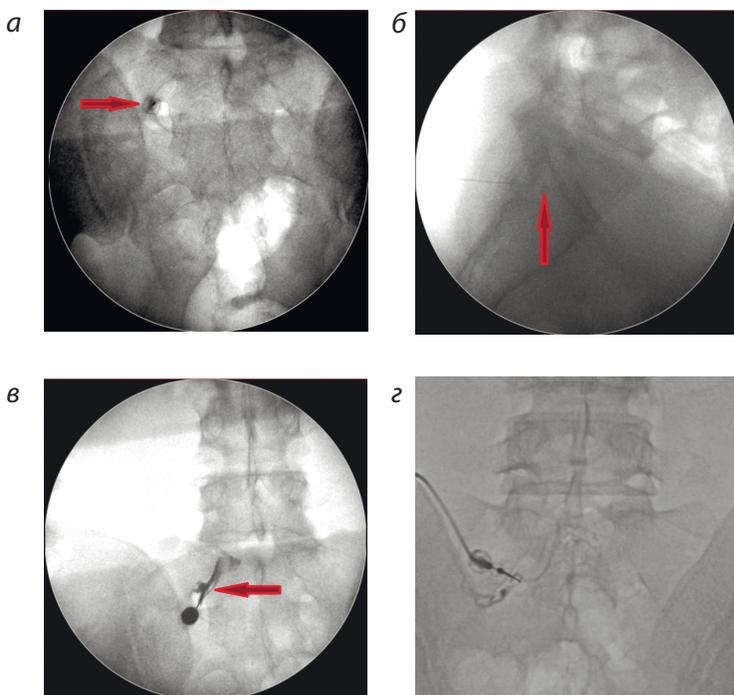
Трансфораминальный селективный блок левого корешкового нерва S1. Рентгенограммы поясничного и крестцового отделов позвоночника.
